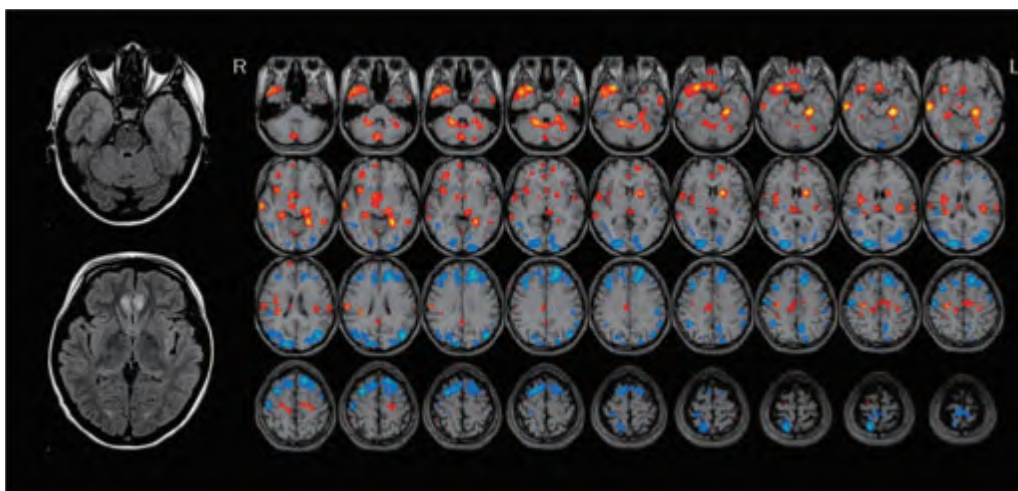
NMDA受容体脳炎(40/F)の頭部MRI(T2/FLAIR)と脳血流SPECT(e-ZIS)
